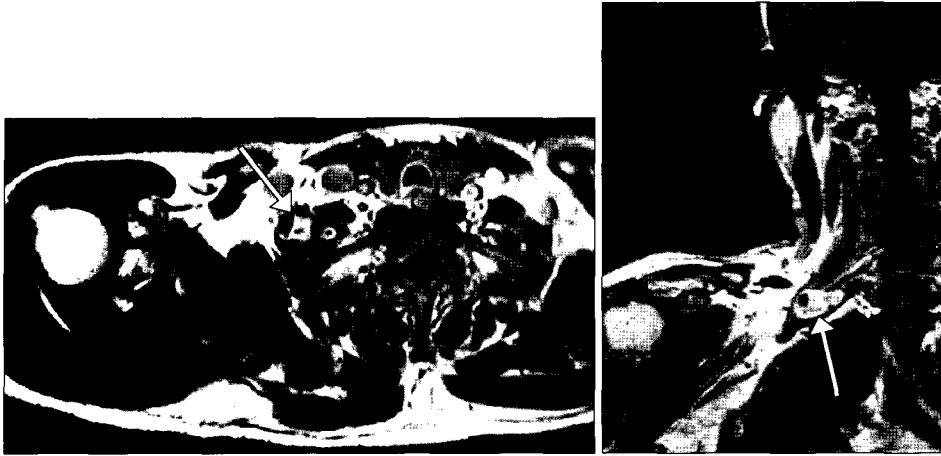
MRI demonstrates an about 3.0×2.1×1.5 cm sized, well-circumscribed ovoid mass with cystic degeneration noted at anterior aspect of the right middle scalene muscle (arrow). This mass shows heterogenous high SI on T2-weighted image.
